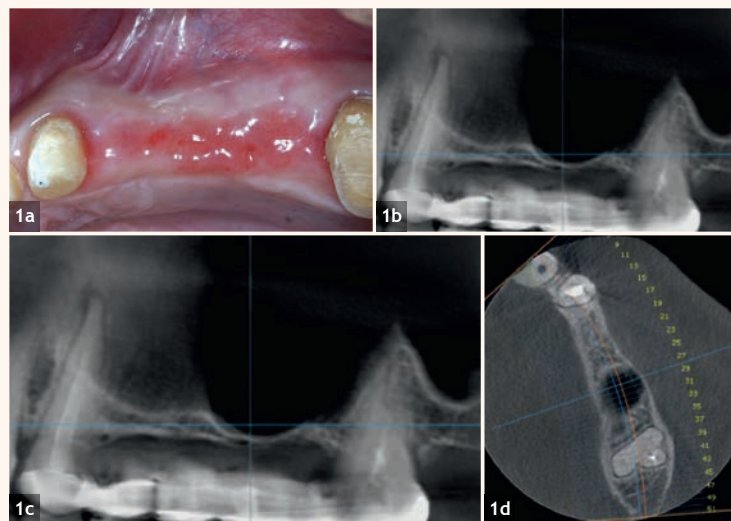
Aspect clinic al zonei laterale a maxilarului superior (a); CBCT preoperator: vedere coronală (b); vedere sagitală (c); vedere axială (d).
